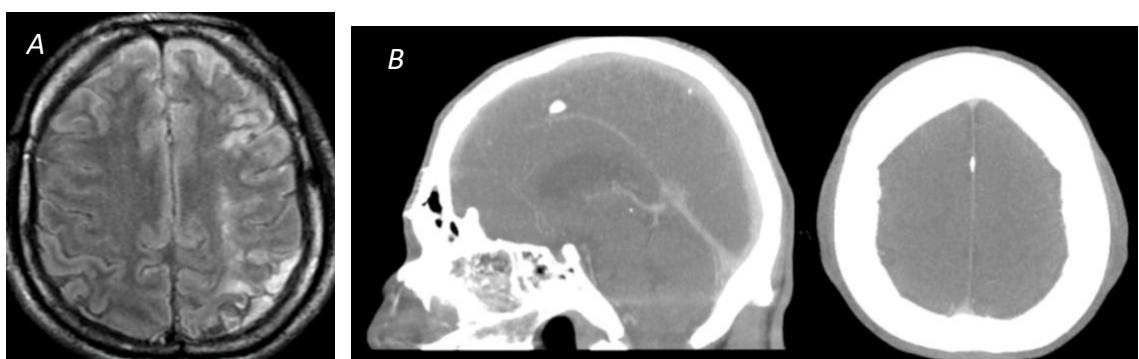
(A) Imagen axial en FLAIR en donde se observa áreas de gliosis en zonas fronterizas entre territorios de circulación arterial anterior y posterior. (B) AngioTC en fase venosa normal.
